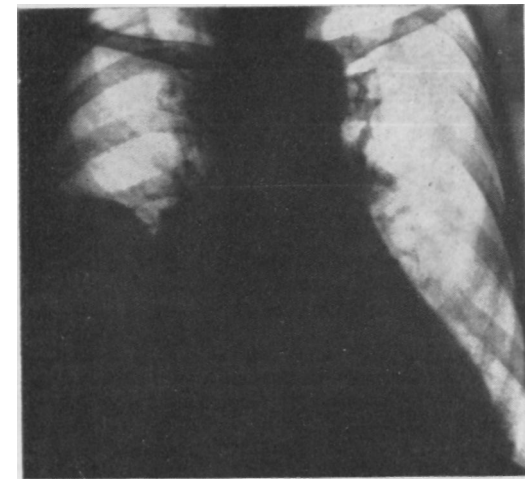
Рентгенограмма больной 3. Правосторонний плеврит
